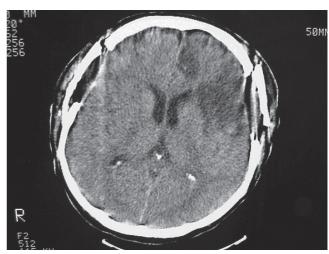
CT slikanje glave poškodovanca prikazuje impresijsko frakturo.
